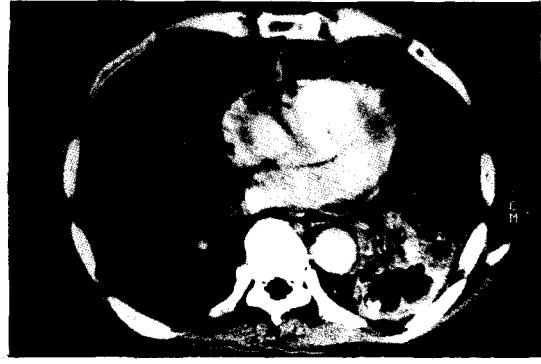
Chest CT shows lung abscess on Lt. lower lobe with fluid accumulation.
